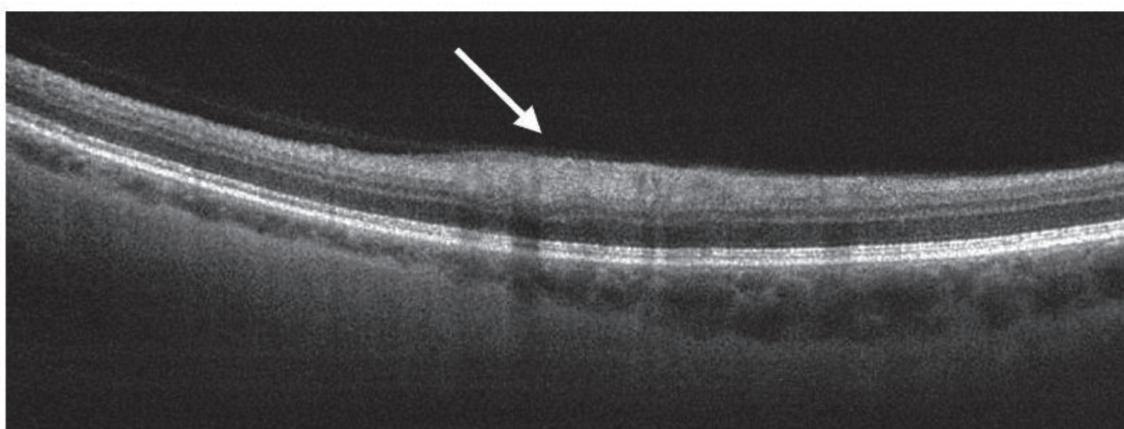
Офтальмологическая когерентная томография: самопроизвольный неполный регресс ватообразного очага
